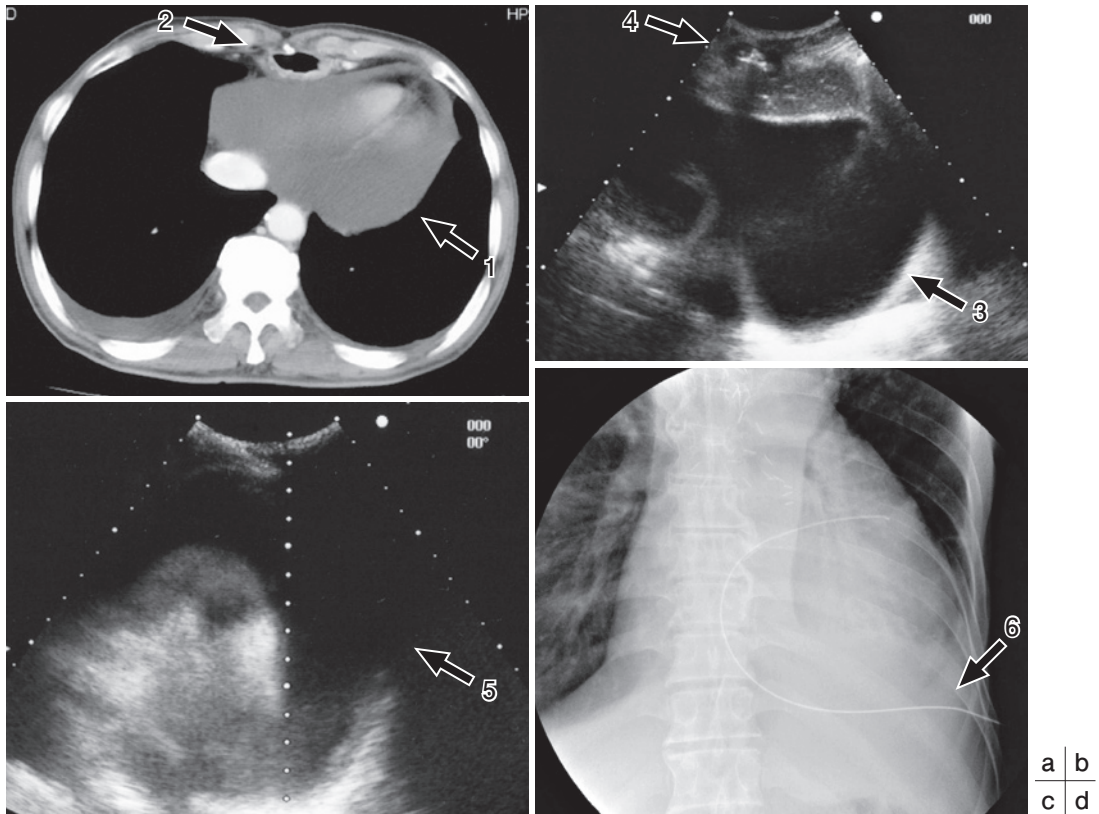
超音波ガイド経皮的心嚢ドレナージ；右肋間アプローチ(食道癌手術後再発，心嚢液貯留)
